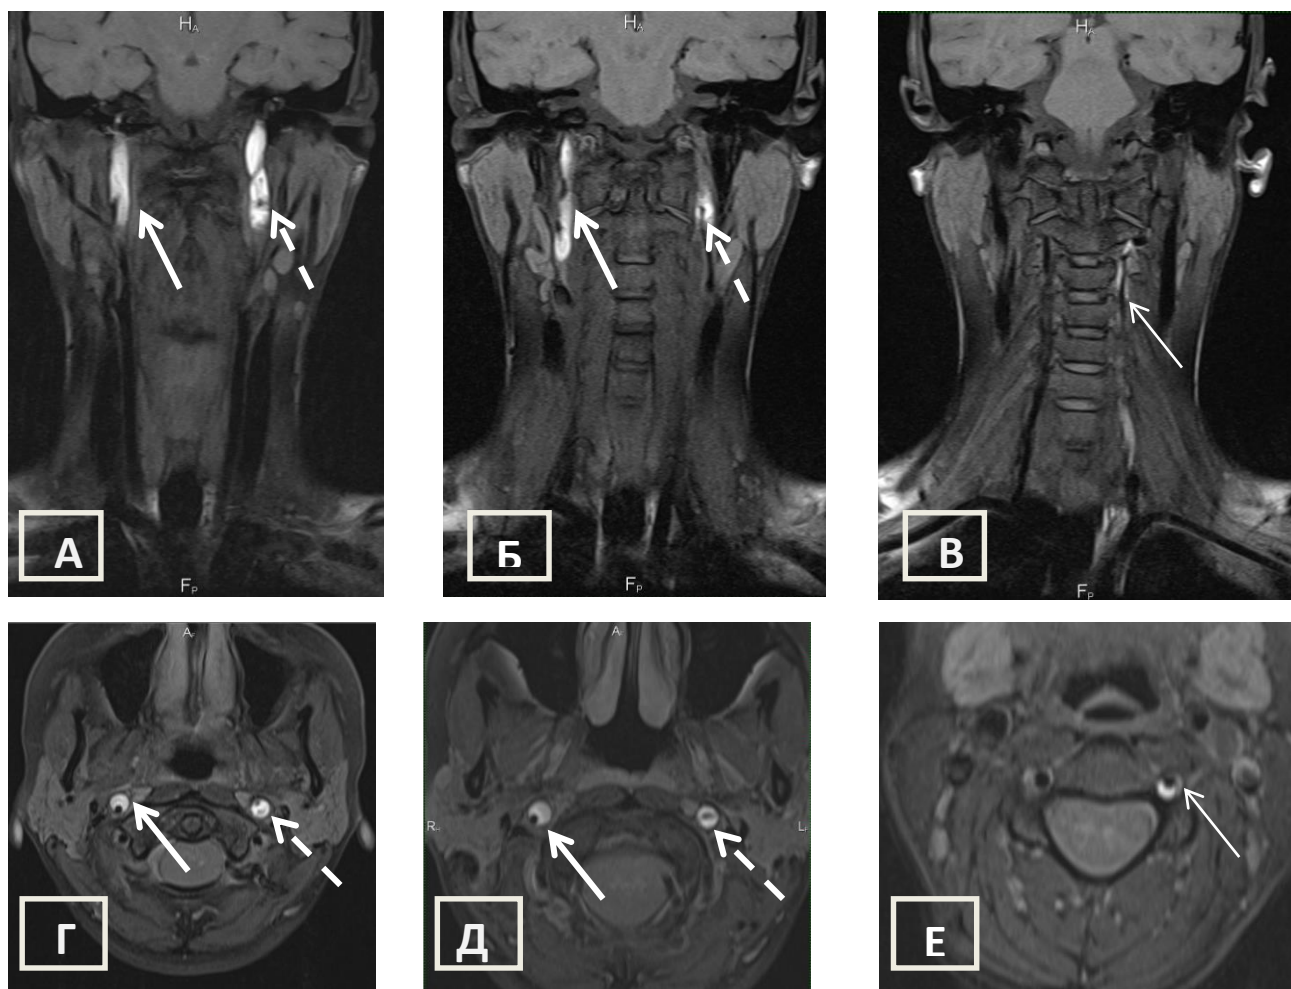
МРТ артерий шеи в режиме T1 fat-sat без контрастного усиления, б-ной К., 34 лет с диссекцией обеих ВСА и левой ПА.
